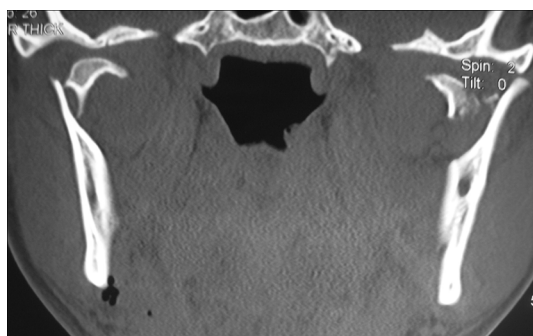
КТ-обследование больного 3.
